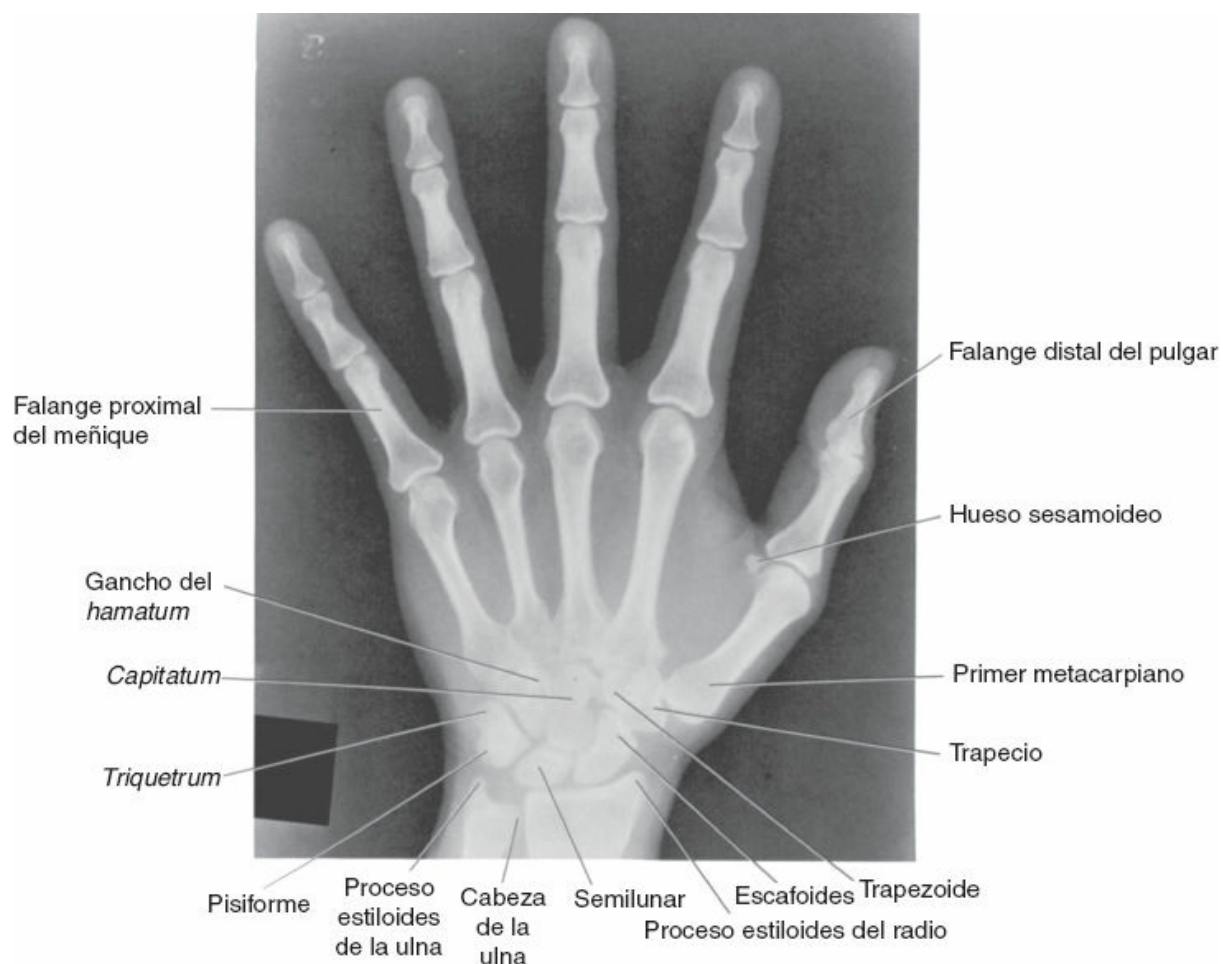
Radiografía posteroanterior de la muñeca y la mano de una persona adulta.
